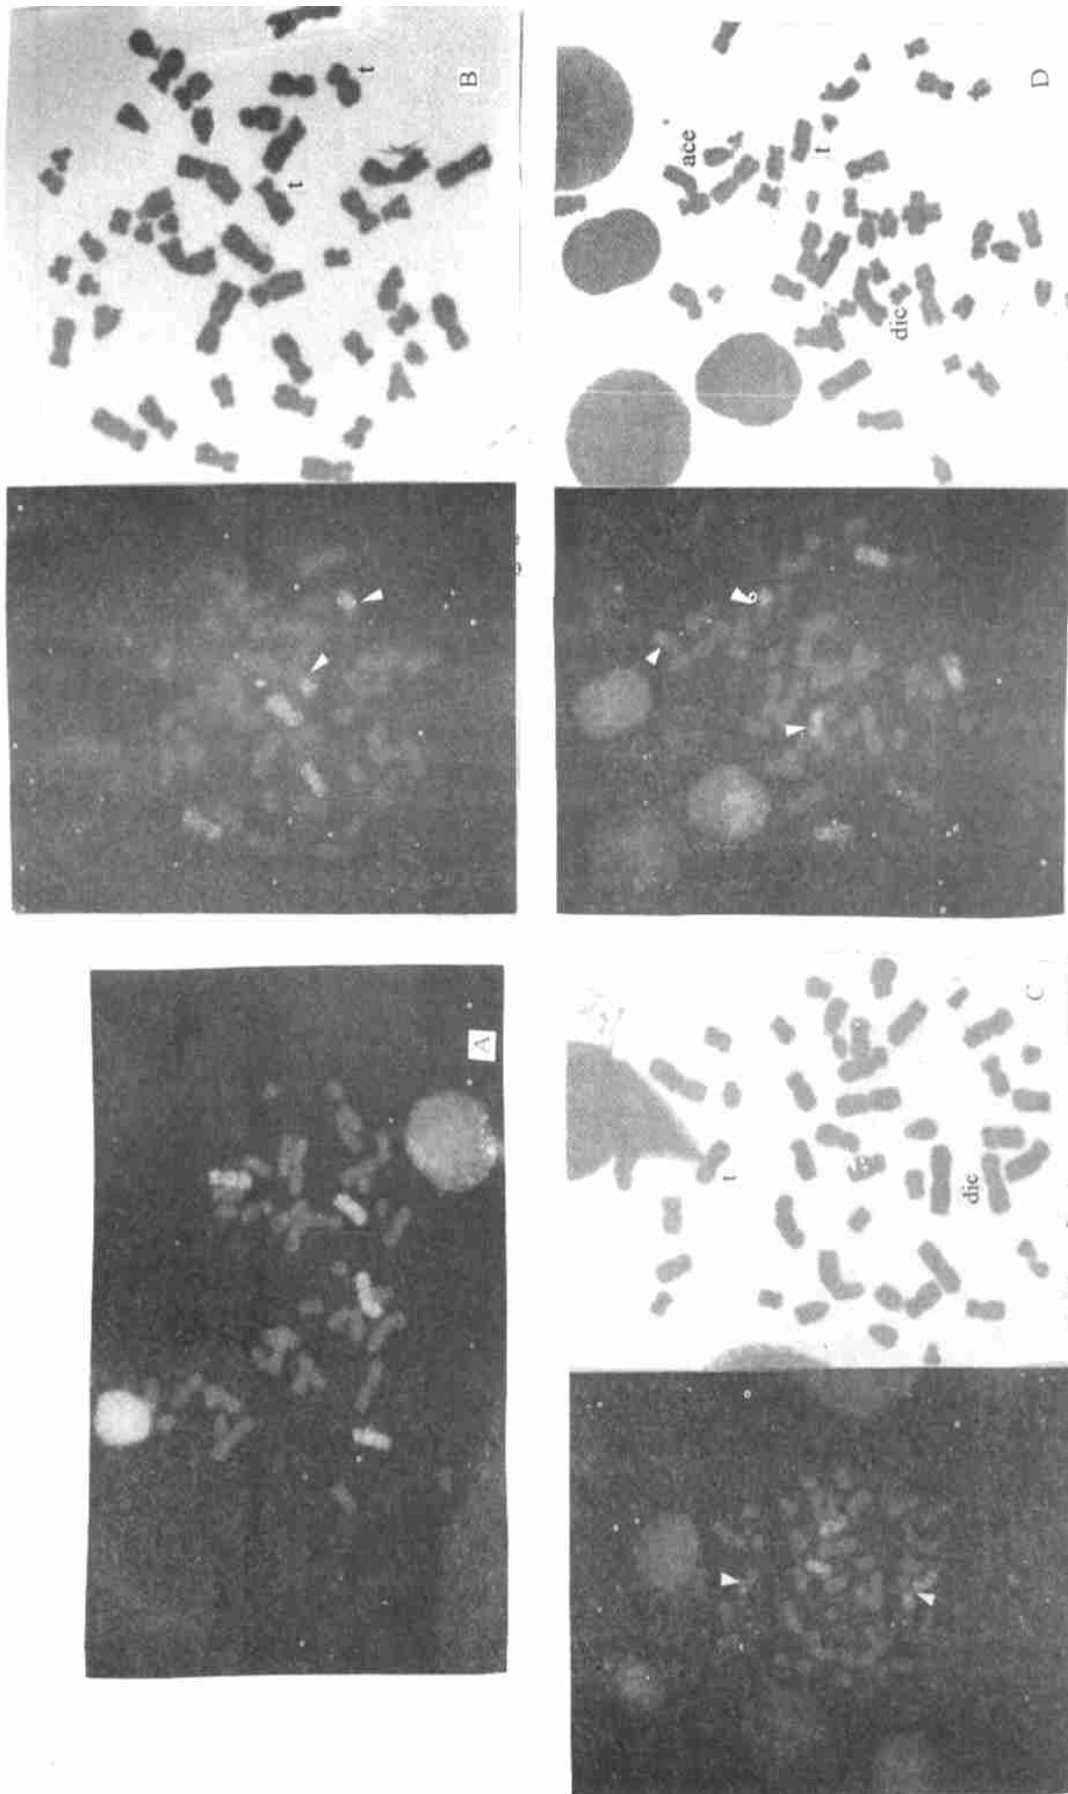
X线工作者被涂染的正常和畸变的4号和7号染色体
